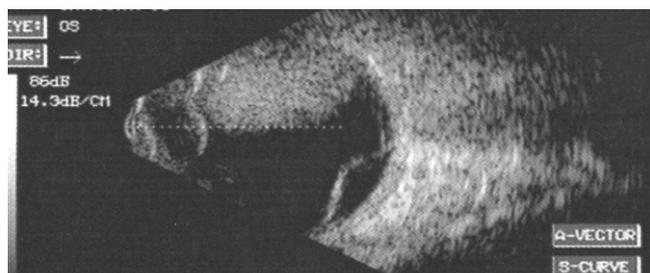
Ultrasonido ocular izquierdo que muestra la presencia de una lesión intraocular (flecha superior) y desprendimiento retiniano (flecha inferior).
